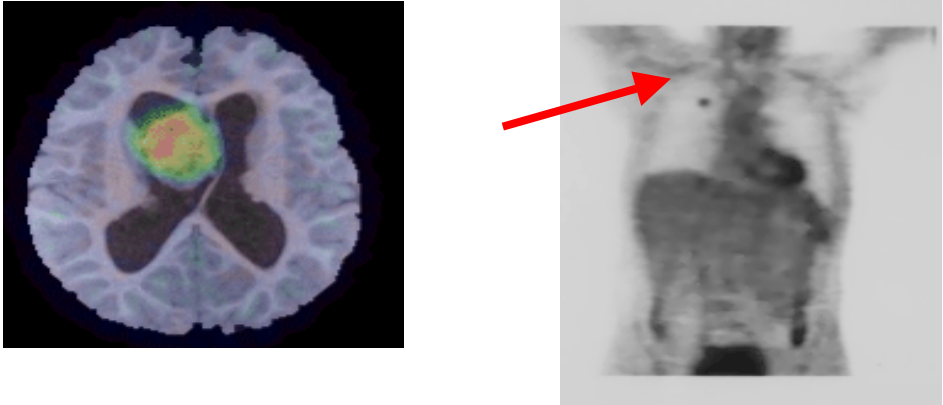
Images TEP (à gauche et en couleur) d'une tumeur cérébrale marquée au FDG superposée avec une image IRM et (à droite) d'un corps-entier montrant une petite tumeur localisée dans le poumon droit.
